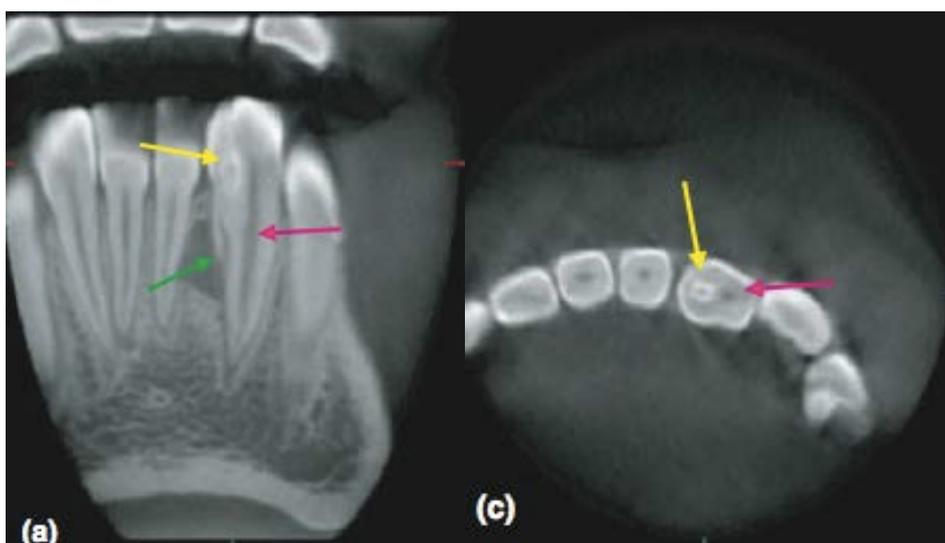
image montrant le Cone Beam de la 32 (39).
